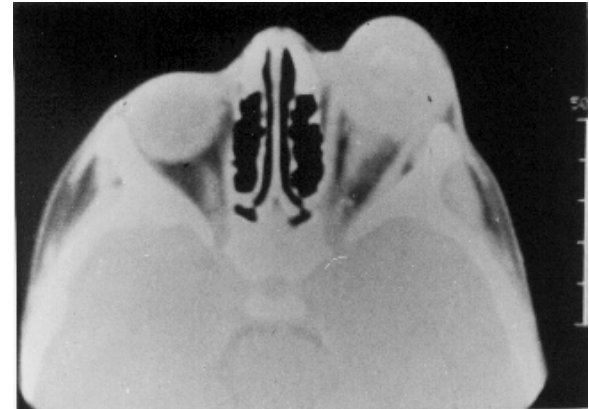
Postoperatif kontrol orbital BT de lezyonun total olarak eksize edildiği görülmektedir. (patoloji: kist hidatik)
